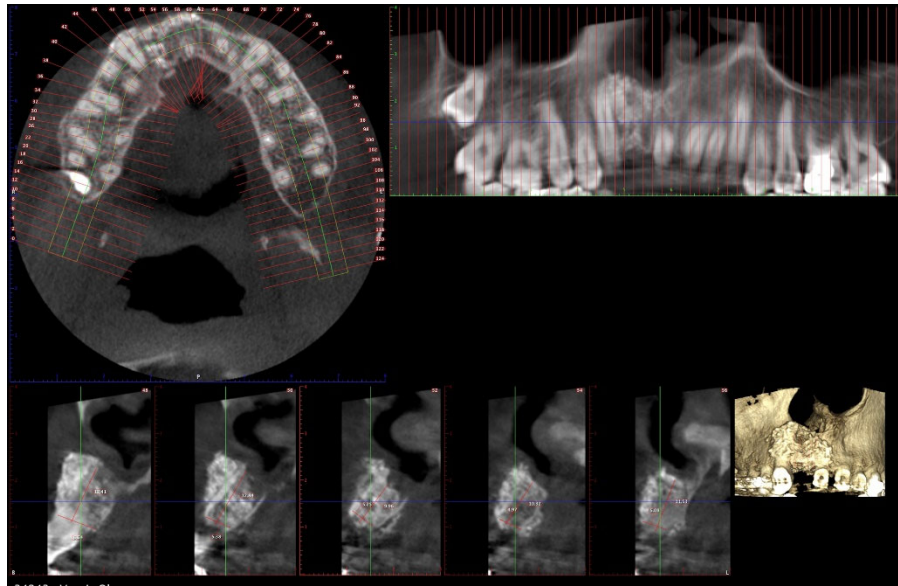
Evaluare radiologică 3D CBCT a consolidării grefei osoase
